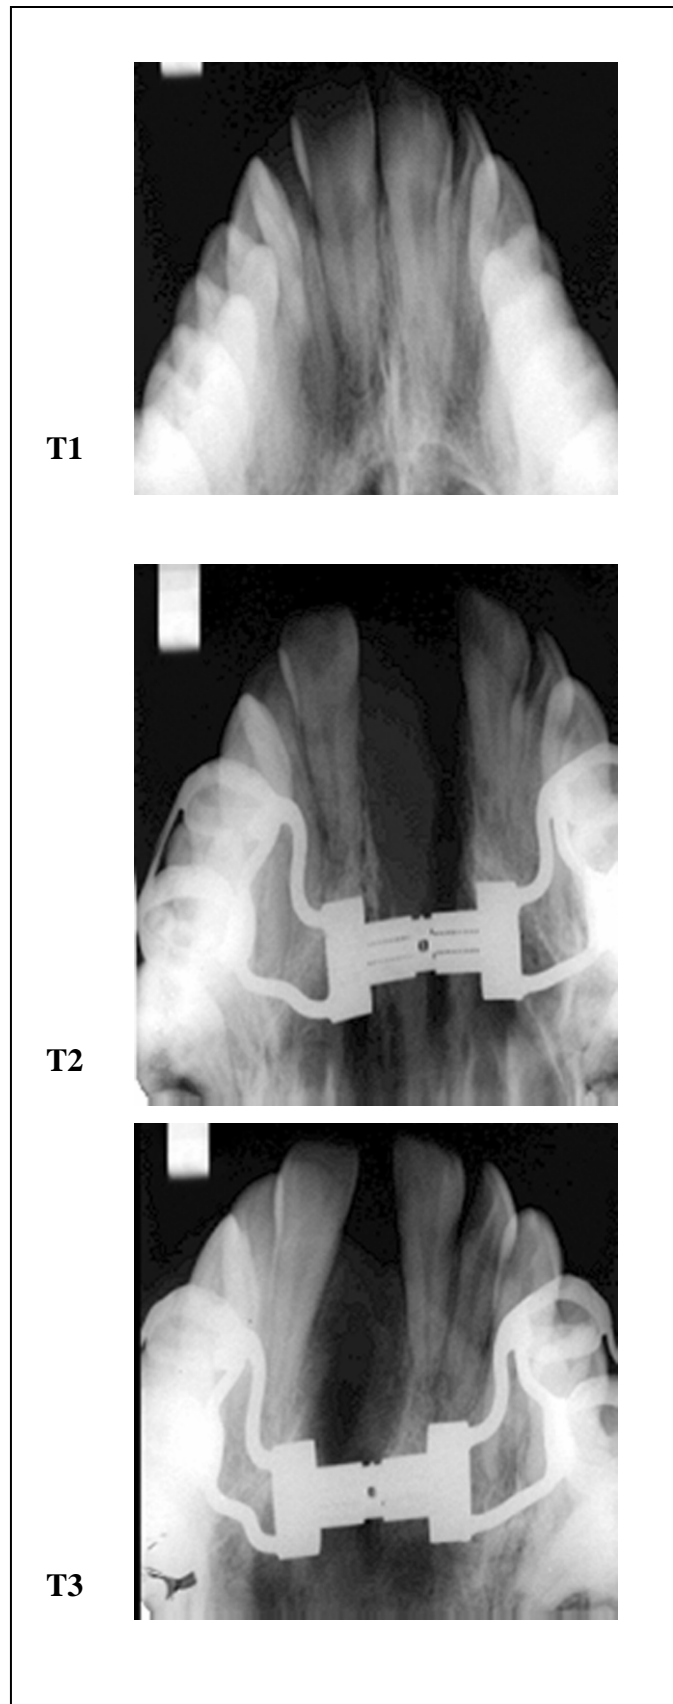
Radiografias oclusais pré-expansão (T1), pós-expansão (T2) e pós-contenção (T3)
